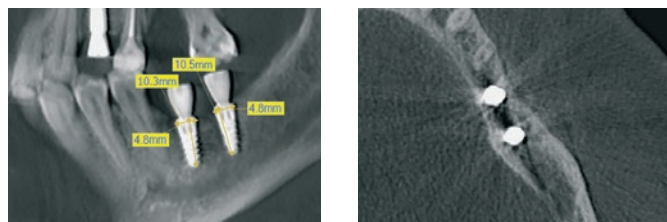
Конусно-лучевая компьютерная томография с установленными дентальными имплантатами Root в позиции зубов 36, 37
